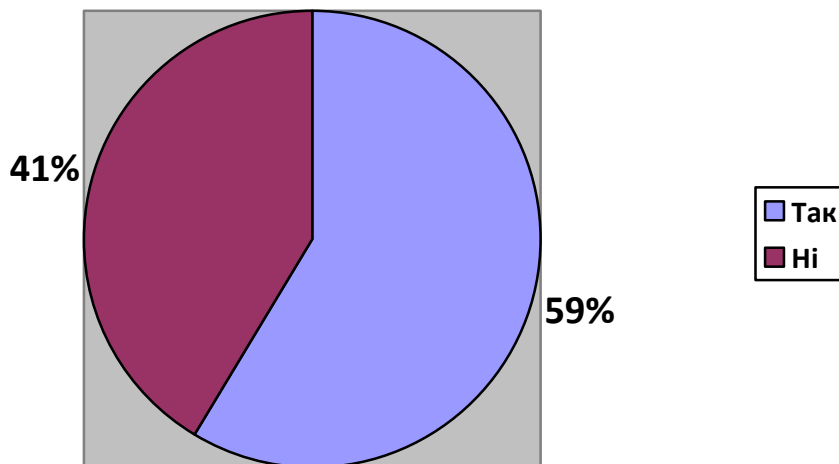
Відповіді пацієнтів на запитання «Чи звузилося коло Вашого спілкування у зв'язку із Вашим захворюванням?»
